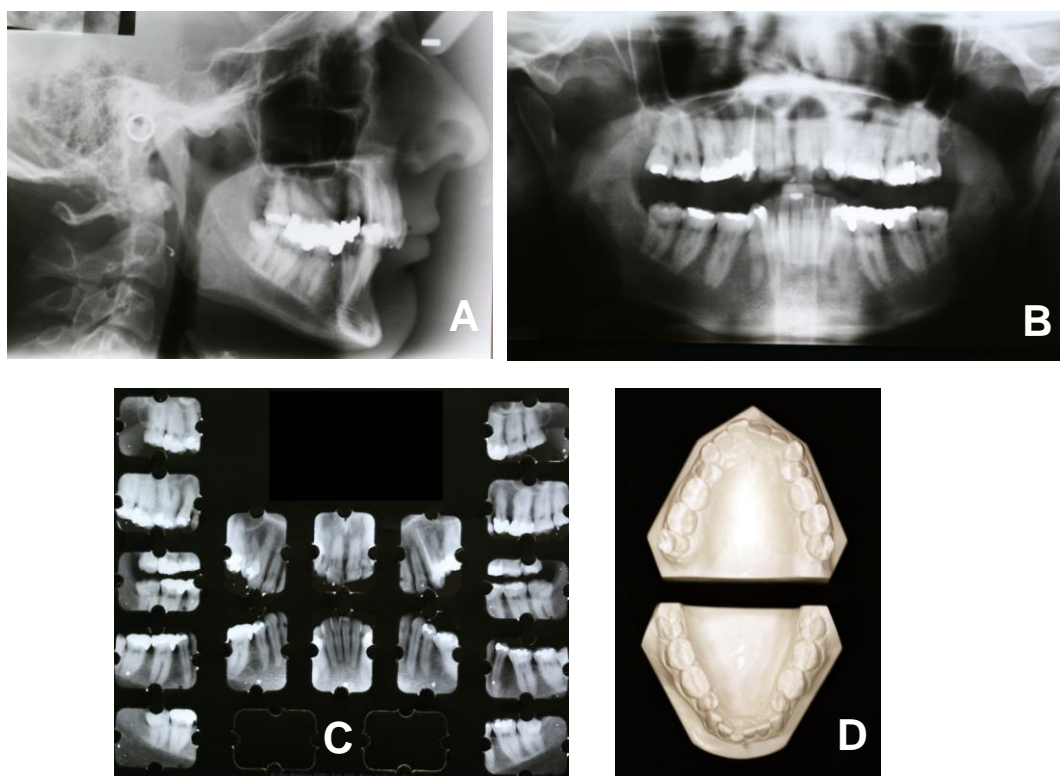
Exame radiográfico inicial composto de radiografia cefalométrica de perfil (A), radiografia panorâmica (B) e periapical completo (C). Modelos de gesso em vista oclusal (D).
